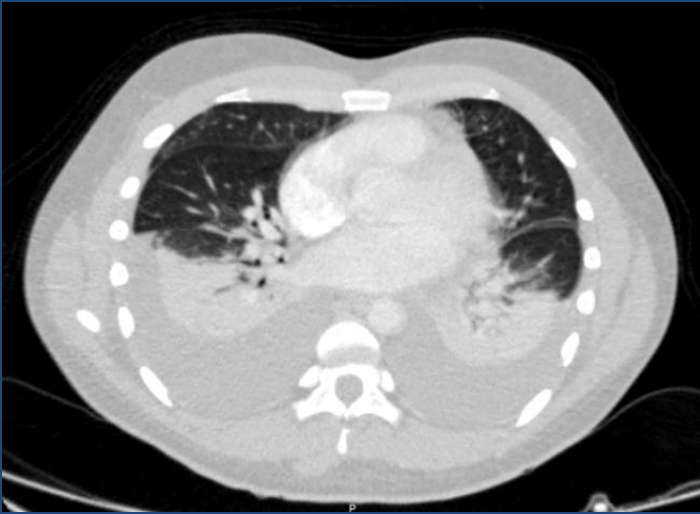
Tomografía computada multidetector (TCMD) con contraste endovenoso. Derrame pleural bilateral, asociado a atelectasia pasiva subyacente.
